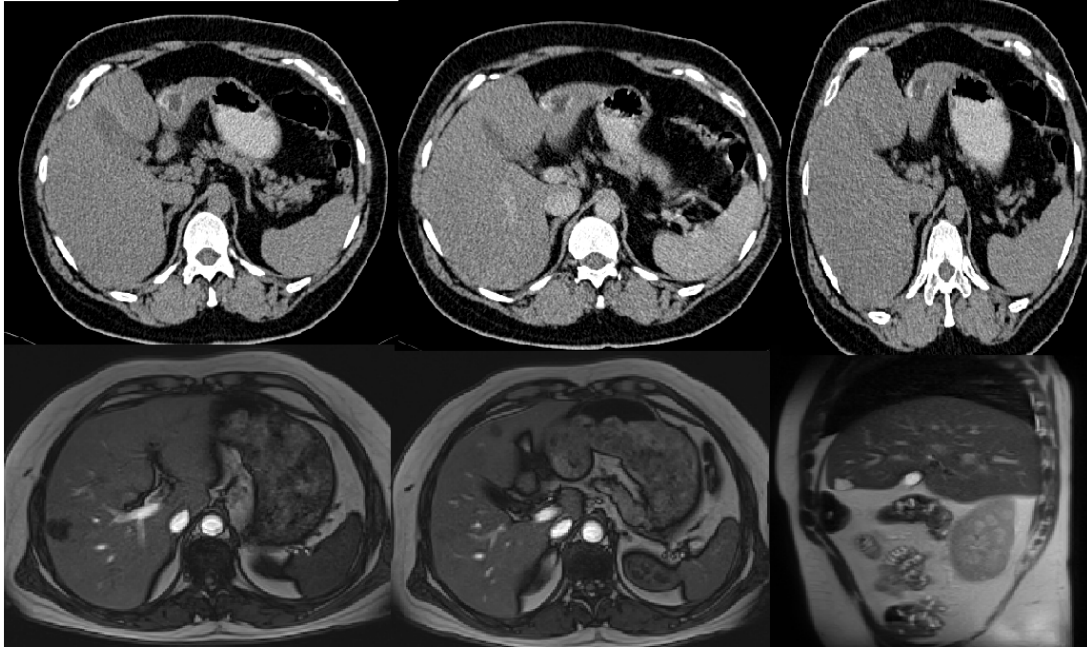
Figura nr:5. Imazhe të cystadenomën e mëlçisë me CT dhe MRI
